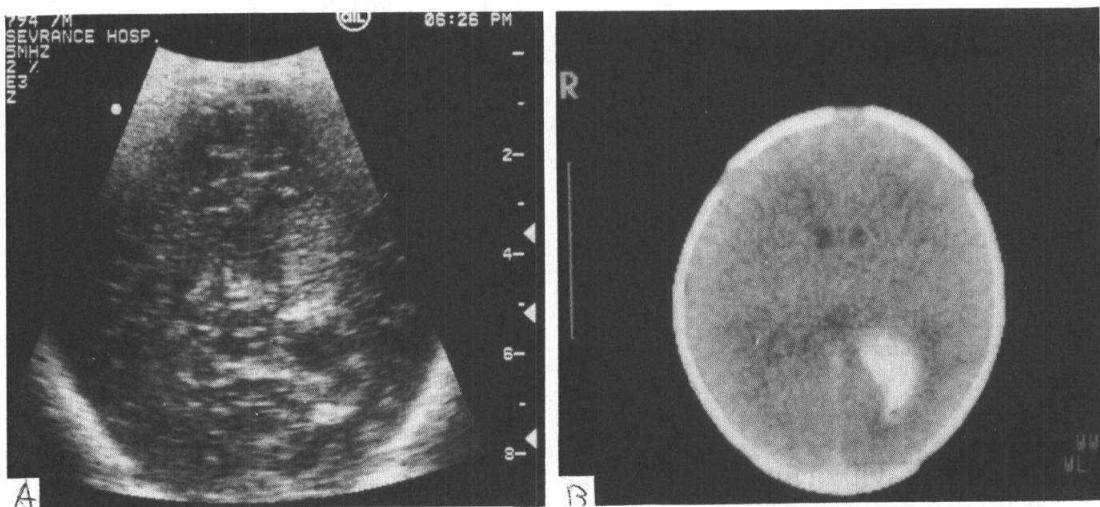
Coronal ultrasound scan (A) demonstrate increased echogenicity and widening glomus of choroid plexus in left posterior horn of lateral ventricle. Brain CT scan (B) also show the hemorrhagic density in left posterior horn of lateral ventricle.
